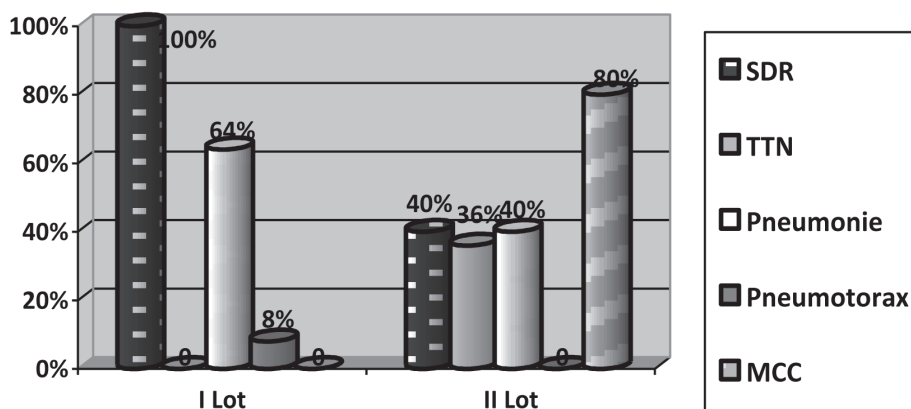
Rezultatele radiografiei cutiei toracice
